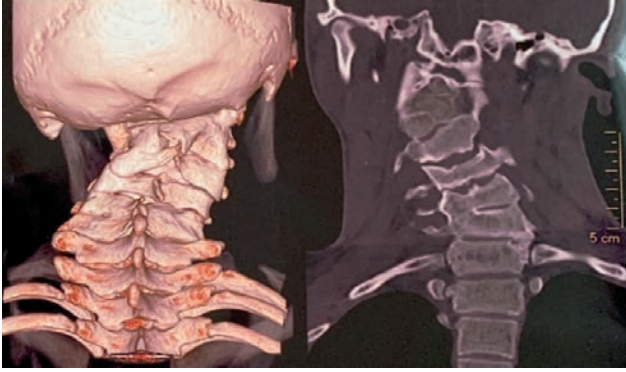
Дитина В., 15 р. КТ шії. Вроджений шийний сколіоз. Синдром Кліппеля – Фейля.
